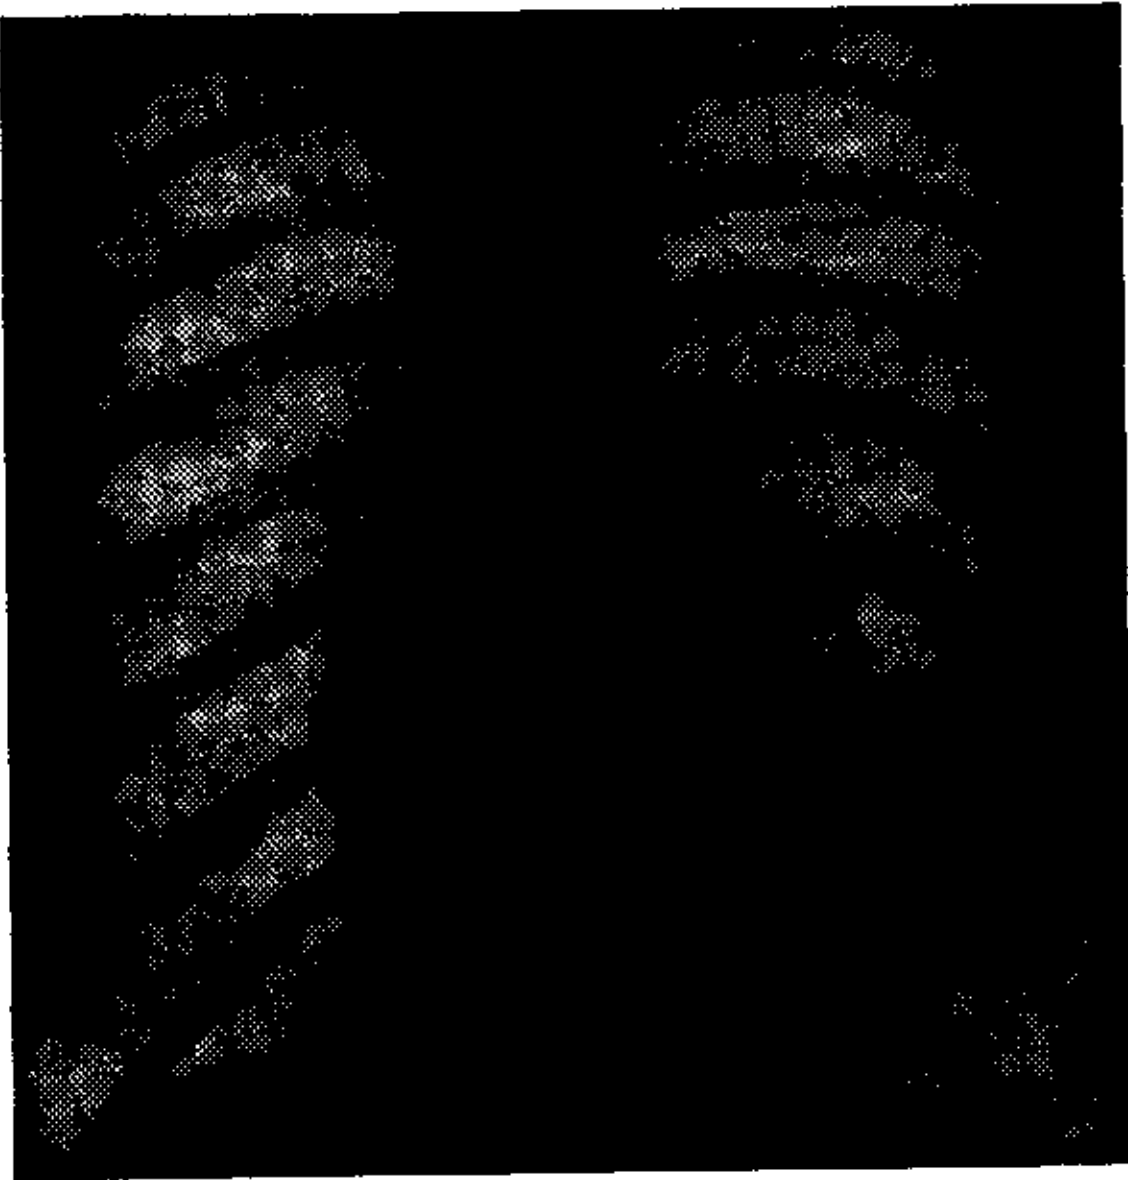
Telerradiografía, Obs. N° 1.
